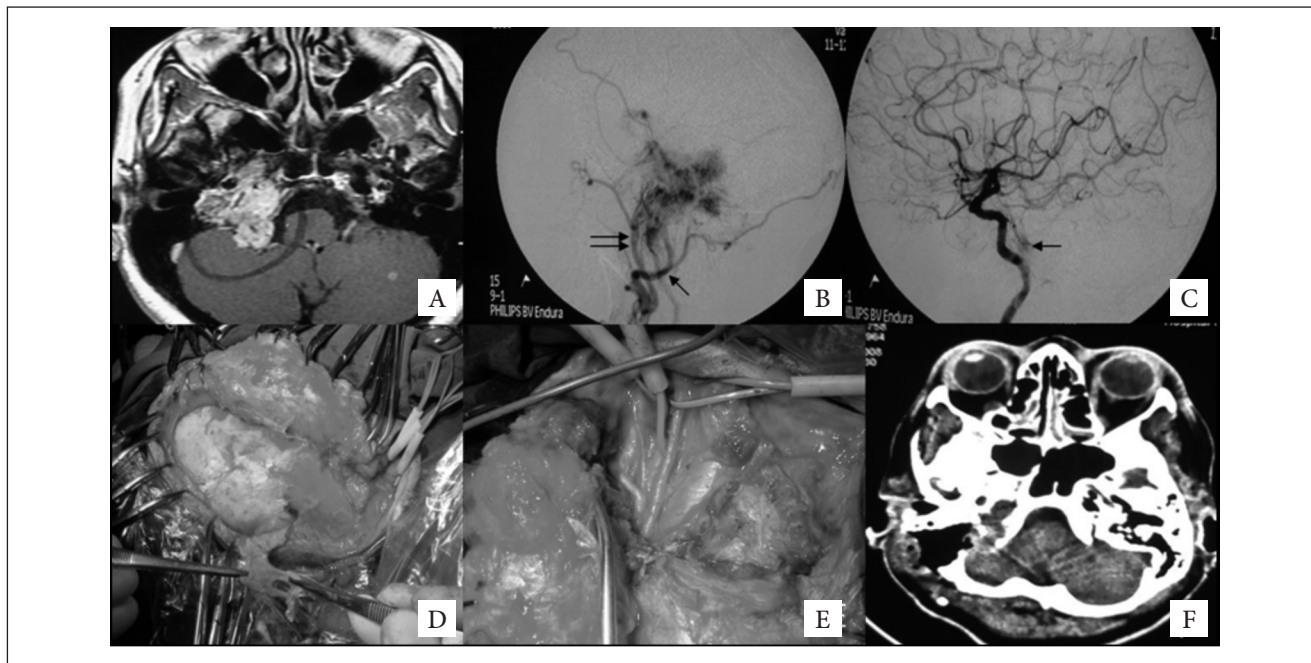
A) Ressonância nuclear magnética axial em T1 com gadolínio evidenciando lesão na topografia do forame jugular direito compatível com paraganglioma; B) arteriografia com injeção de contraste na artéria carótida externa direita, evidenciando enchimento pela artéria occipital (seta única) e faríngea ascendente (seta dupla), os dois vasos foram embolizados; C) arteriografia em perfil com cateterização da artéria carótida interna direita evidenciando pequeno *blush* tumoral oriundo de ramos carótico-timpânicos da porção intrapetrosa da ACI; D) etapa cirúrgica mostrando músculo temporal rebatido anteriormente; E) dissecção e exposição das estruturas neurovasculares no pescoço; F) Tomografia axial computadorizada no pós-operatório imediato, evidenciando material hipodenso compatível com enxerto de gordura dentro da porção mastoídea do osso temporal durante reconstrução da base do crânio.
